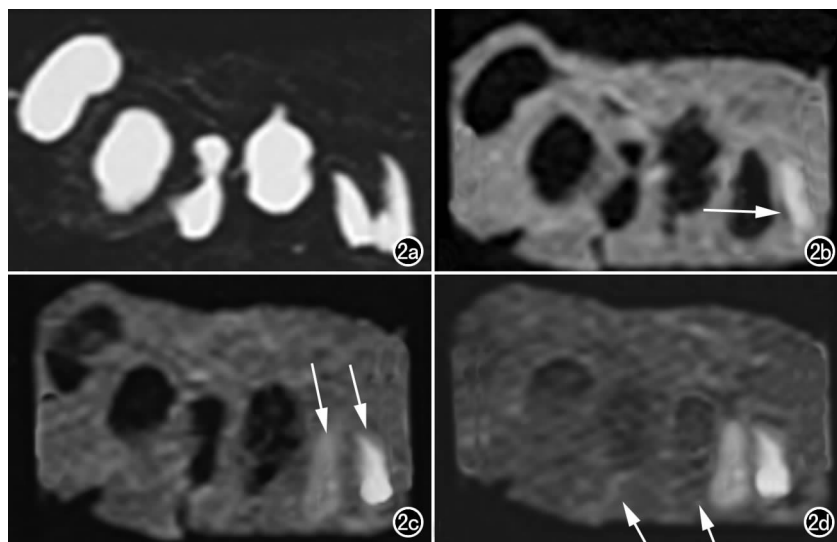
a) T₂WI 均呈高信号影; b) FLAIR 序列成像, TI 值取 1500 ms, Hb > 1.6 g/dl, FLAIR 信号不被抑制呈高信号(箭); c) Hb ≥ 1.64 g/dl 时 TI 值取 1700 ms 的 FLAIR 信号不被抑制呈高信号, 自由水和微量蛋白抑制掉而含较多蛋白的液体则不被抑制(箭); d) TI 值取 1900 ms 时 FLAIR 序列对少量蛋白的抑制效果不如 TI 取 1700 ms 的敏感(箭)。
